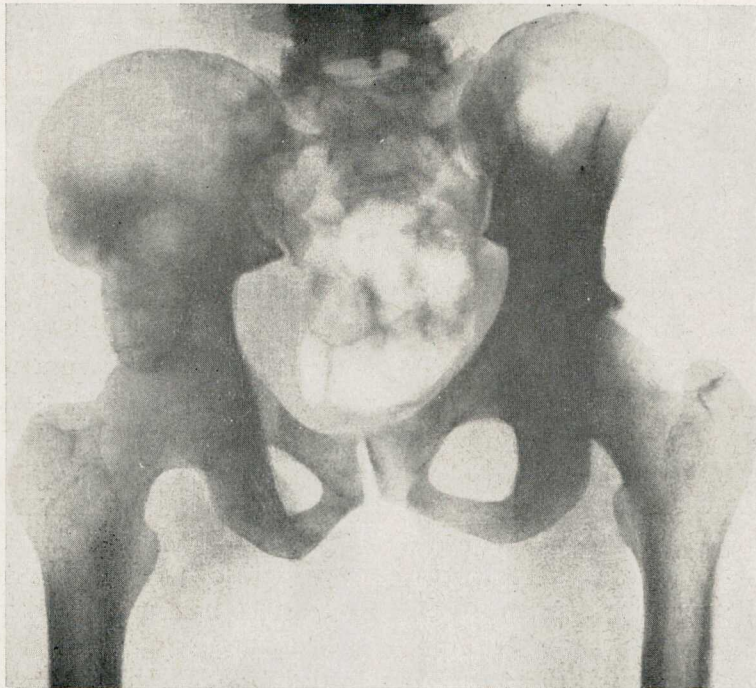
Reg. 14.770 — Radiografia da bacia. Observa-se lesão osteolítica, de aspecto não homogêneo e limites, irregulares, ocupando o corpo do ilíaco direito.
